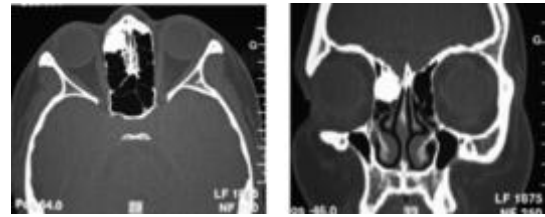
TDM du massif facial en coupes axiale et coronale : ostéome ethmoïdal antérieur.
